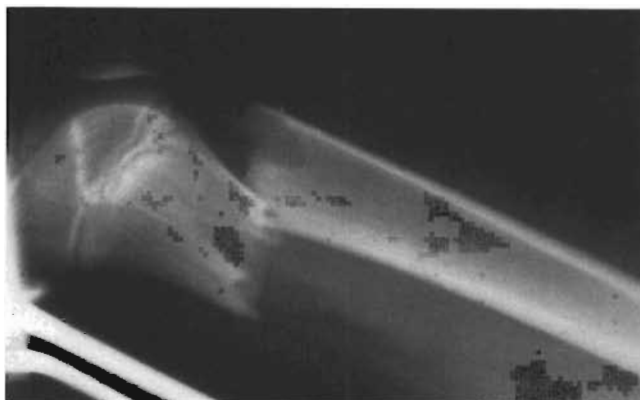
Radiografía lateral sobre férula de Braun que muestra desviación del fragmento femoral distal por tracción muscular.
